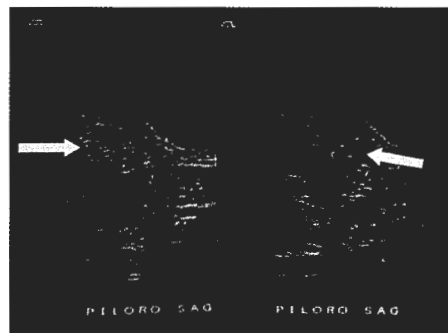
Ultrasonido abdominal con imagen de la "rosca" pilórica.
